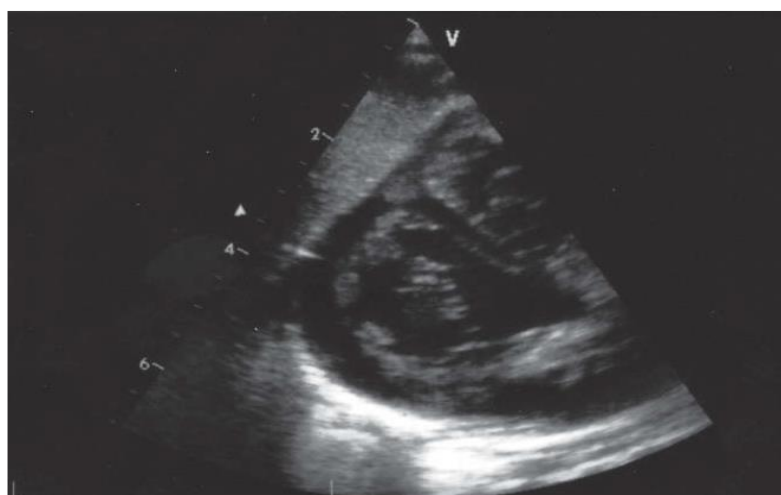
Echocardiographie par voie sous-costale avec HTAP.
